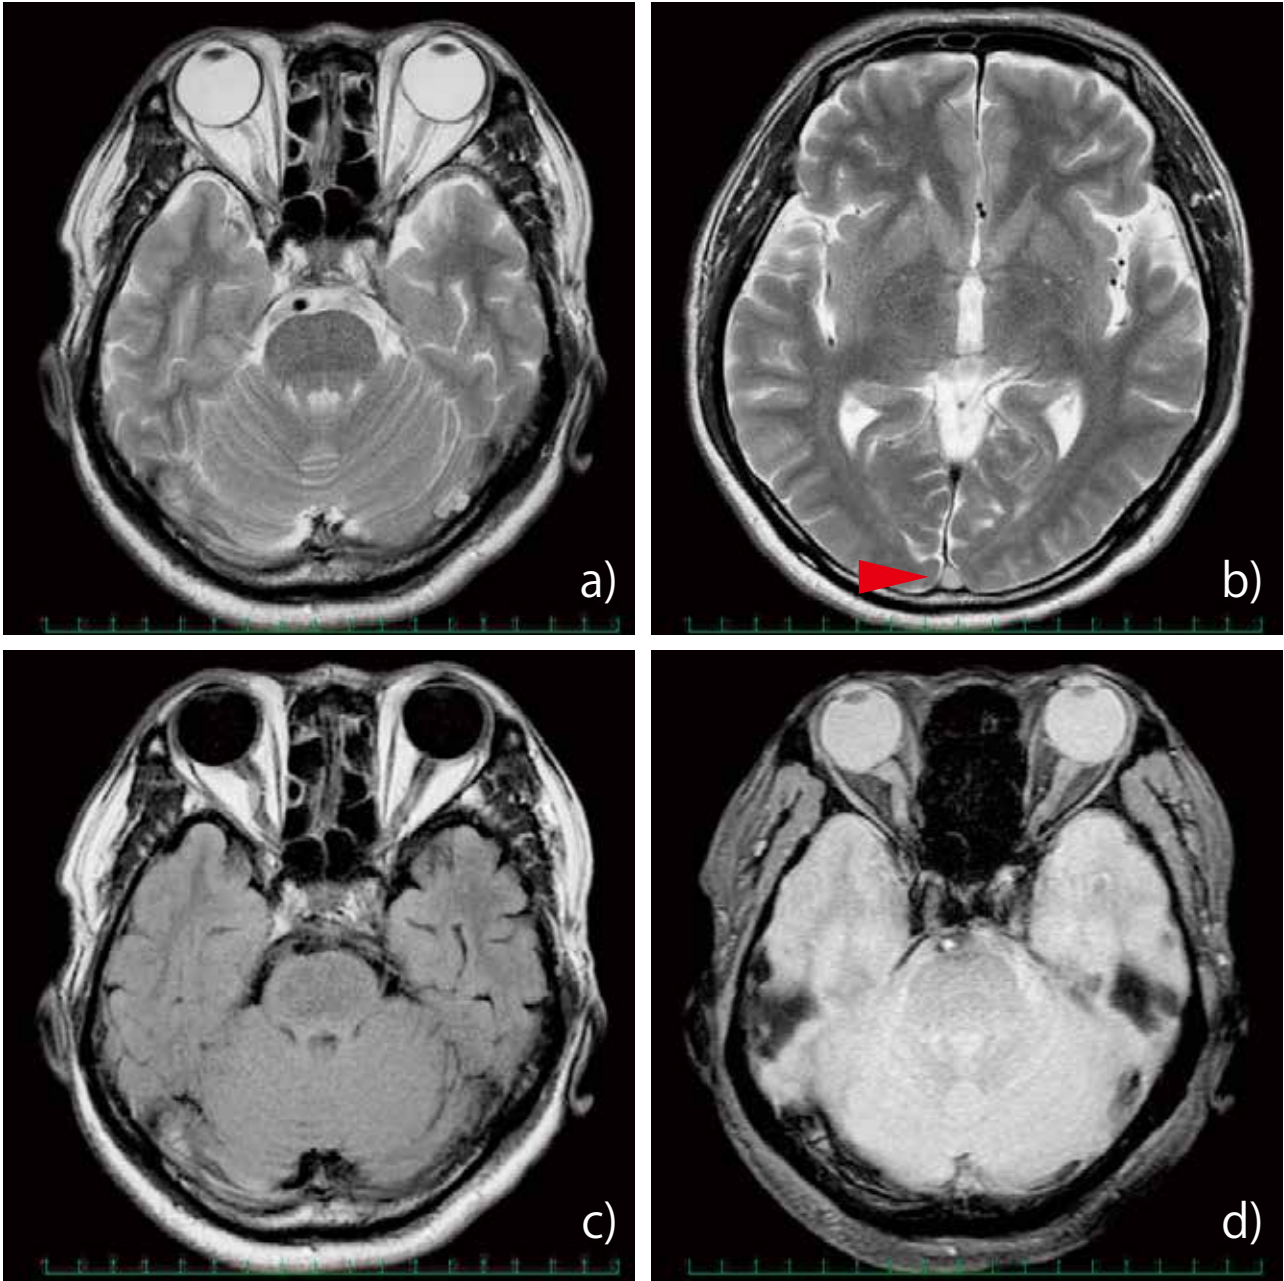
頭部単純MRI：a)b) T2強調画像 c)FLAIR d)T2 *強調画像 明らかな脳出血を示唆する所見を認めない。T2強調画像で上矢状洞の flow void の消失を認めた。
